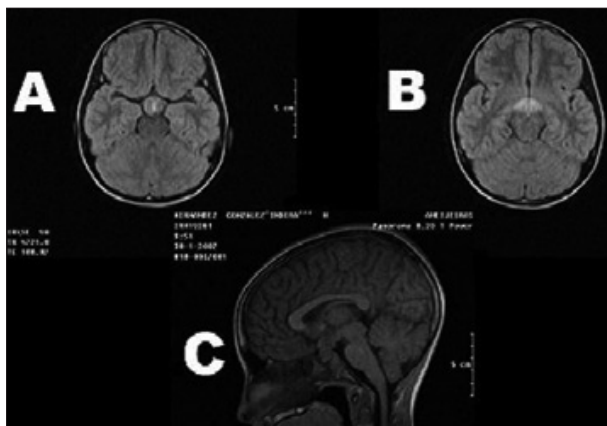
2A: Corte axial de RMN de cráneo simple. 2B: Corte axial de RMN de cráneo simple. 2C: Corte sagital de RMN de cráneo simple.
